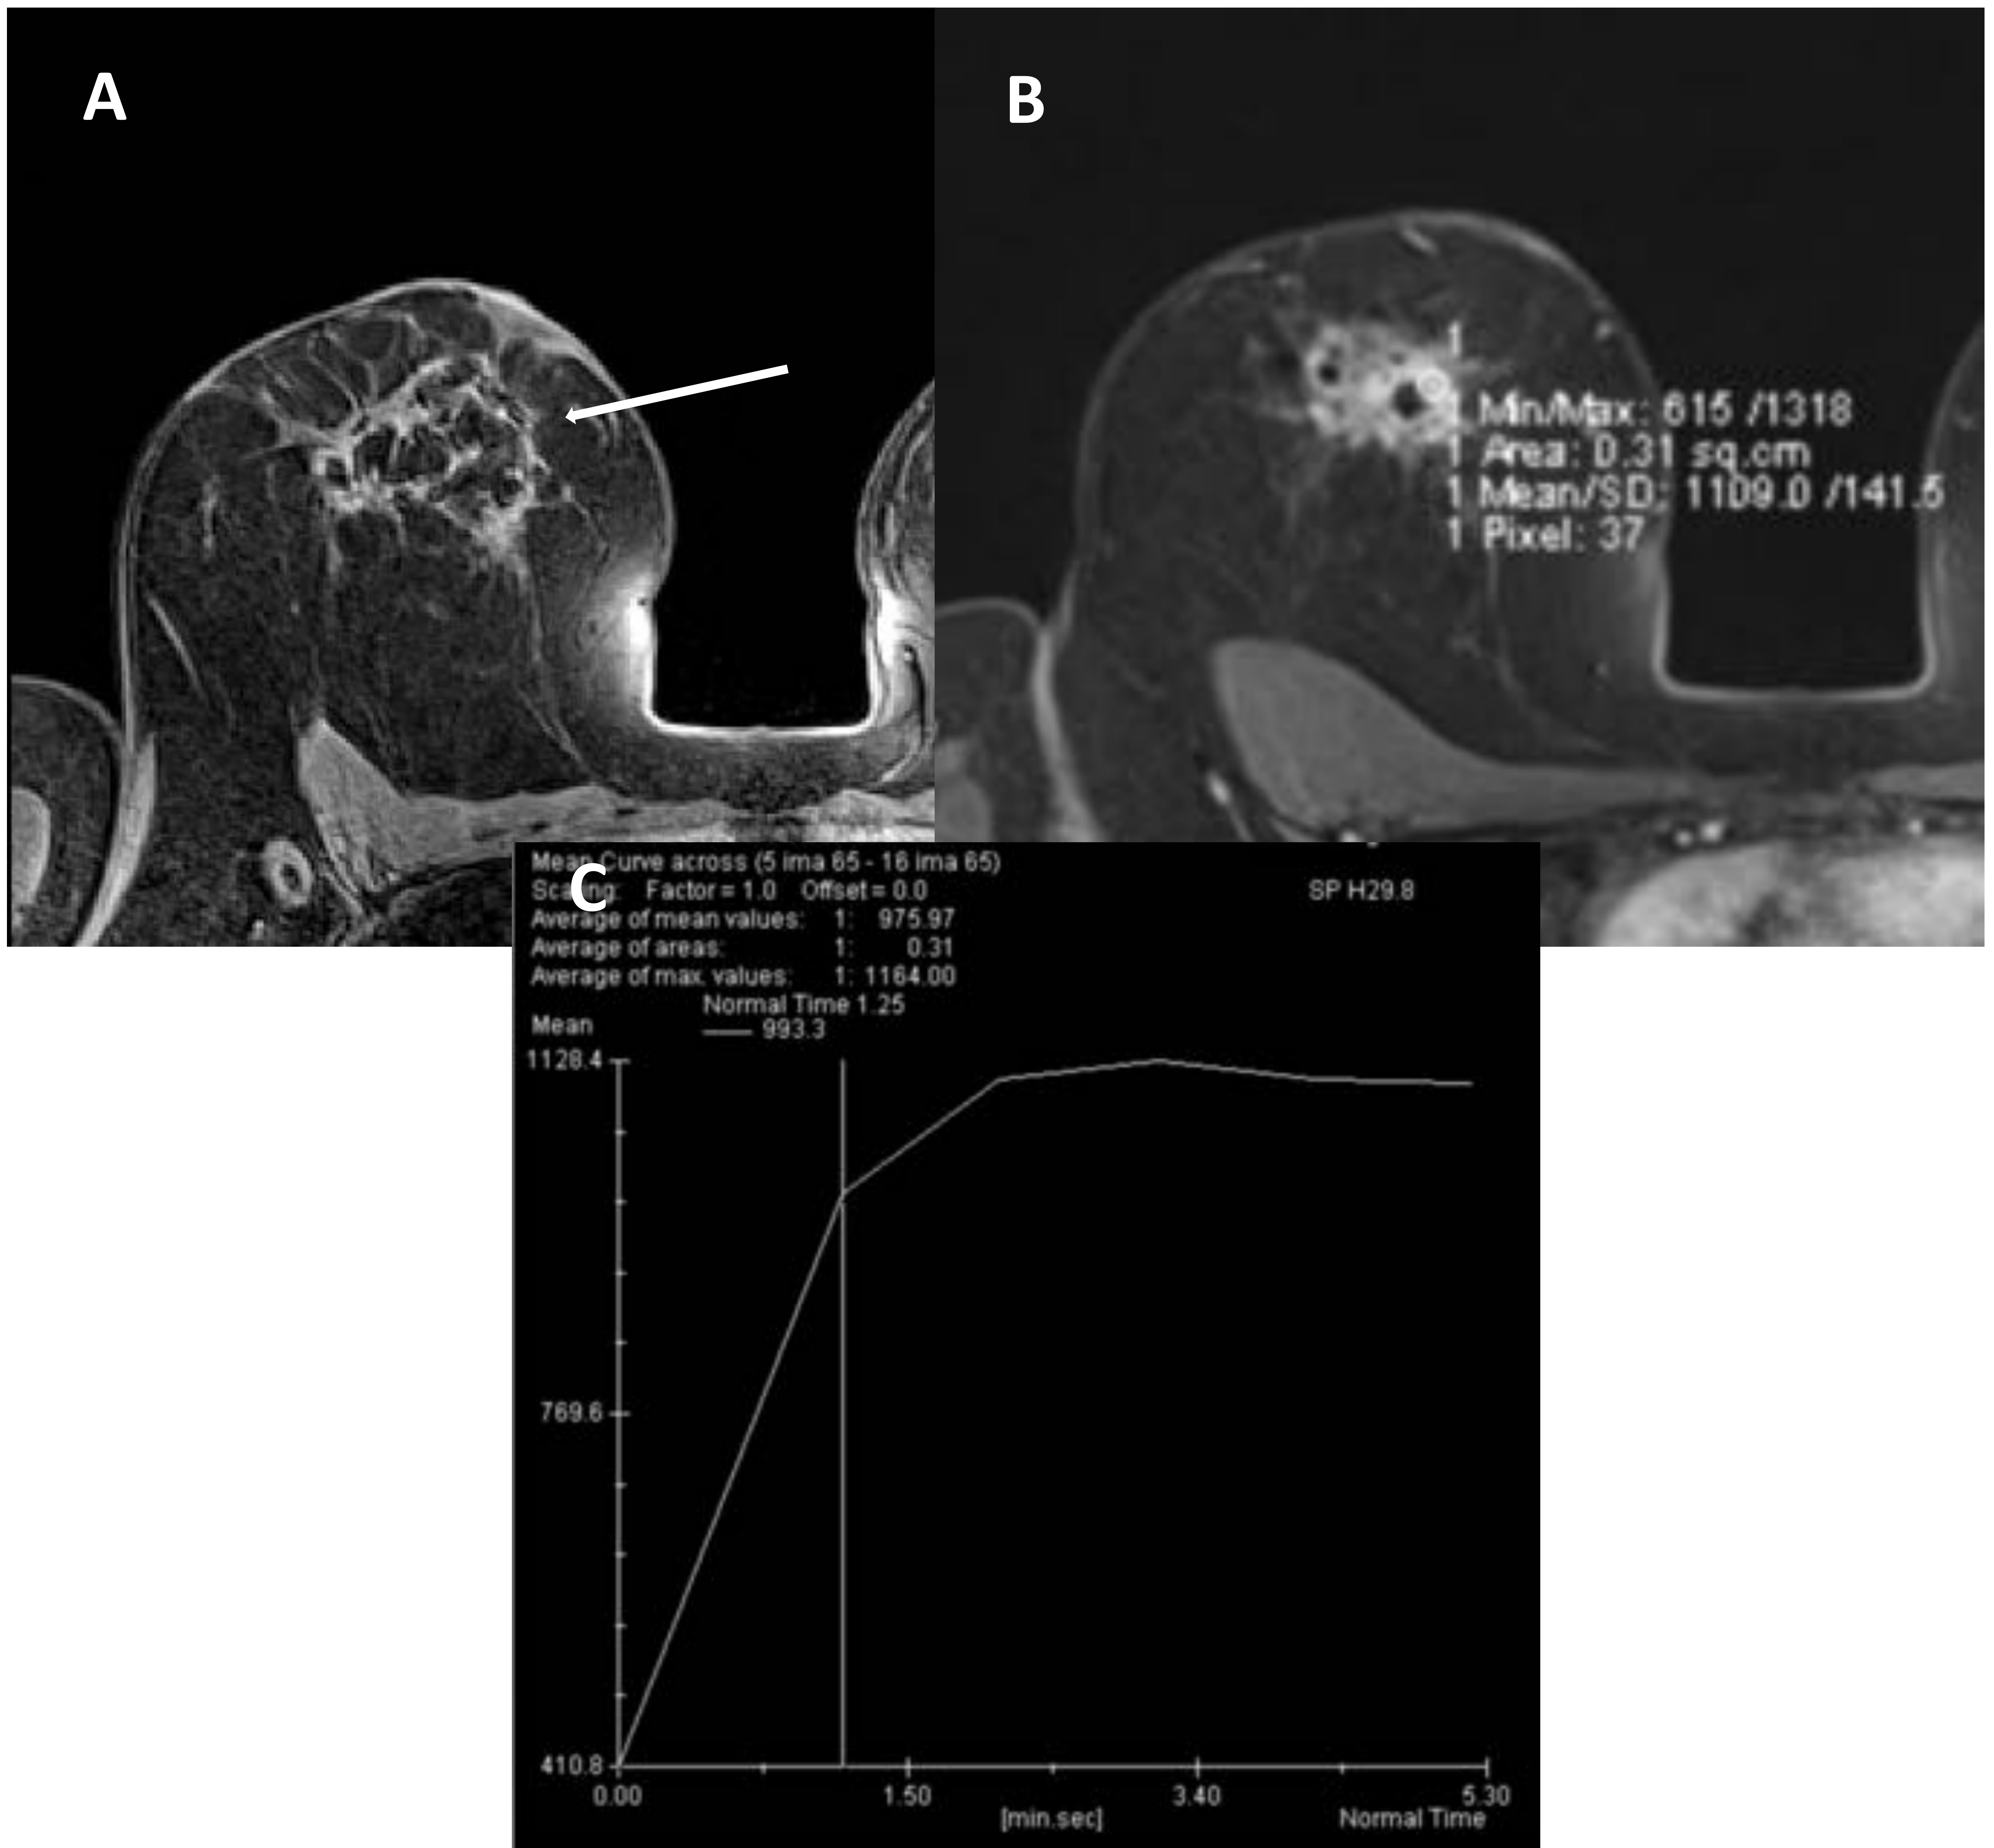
RM mama: Estudio dinámico pre-contraste (A) donde vemos una masa retroareolar derecha lobulada, heterogénea (componente graso y sólido). (B) Tras la administración de contraste se realza formando septos entre la grasa e incluso nódulos con cápsula periférica. (C) El realce es heterogéneo con algún foco con curva de intensidad de señal / tiempo tipo II.
